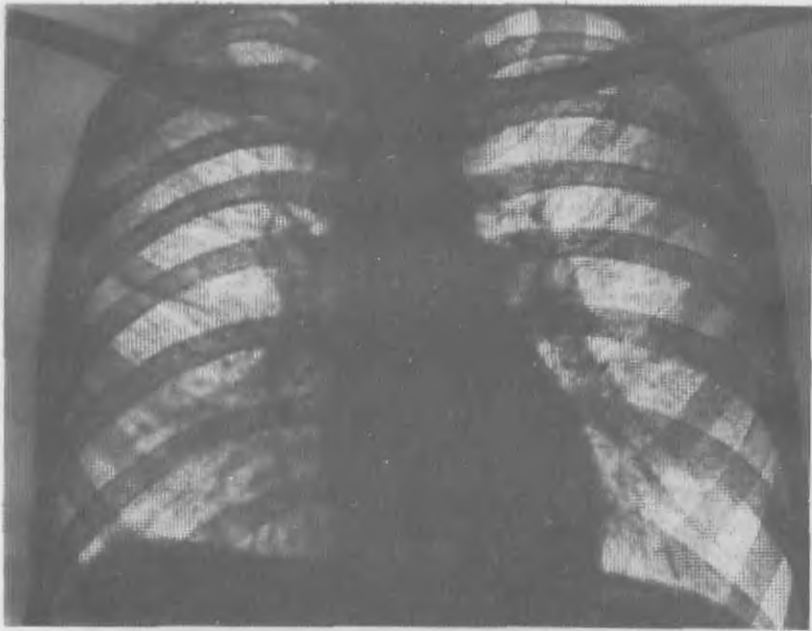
Обзорная рентгенограмма легких того же больного через 2 мес после диагностической торакотомии. Спонтанная регрессия патологического процесса. Утолщение междолевой плевры справа.
